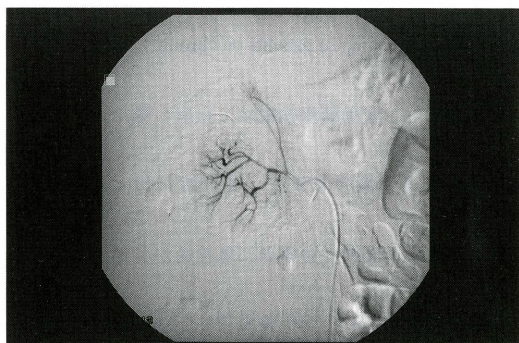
Contrast enhancement radiography of the right kidney after TAE. TAE was performed with Gelfoam through the renal arterial trunk. Contrast enhancement radiography after TAE showed that extravasation had completely disappeared.
